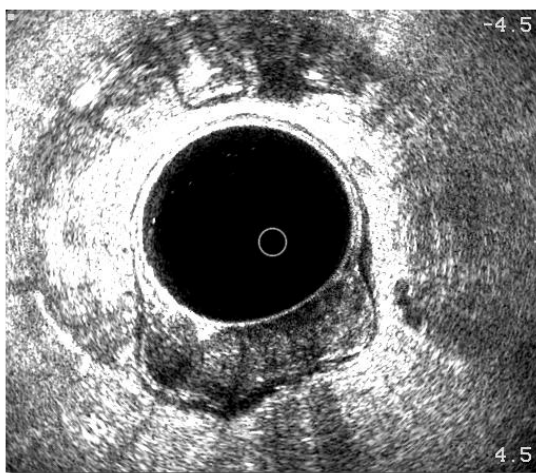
Immagine ecografica di una lesione che invade la muscolare propria (uT2).
